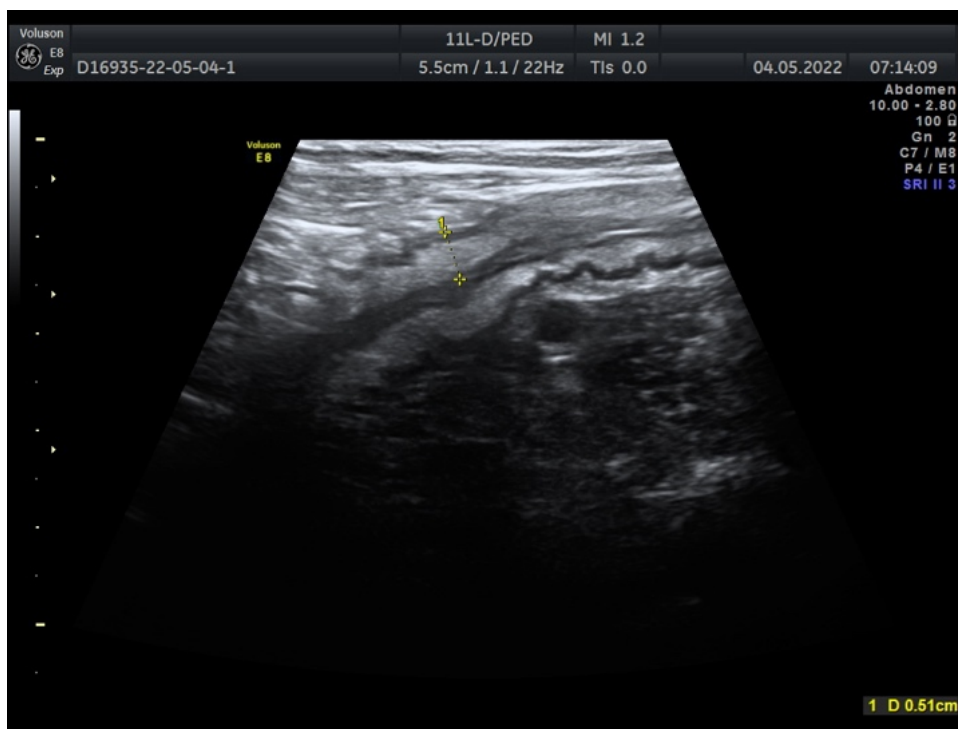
Трансабдоминальное УЗИ толстой кишки. Утолщение кишечной стенки сигмовидной кишки пациентки с язвенным колитом
